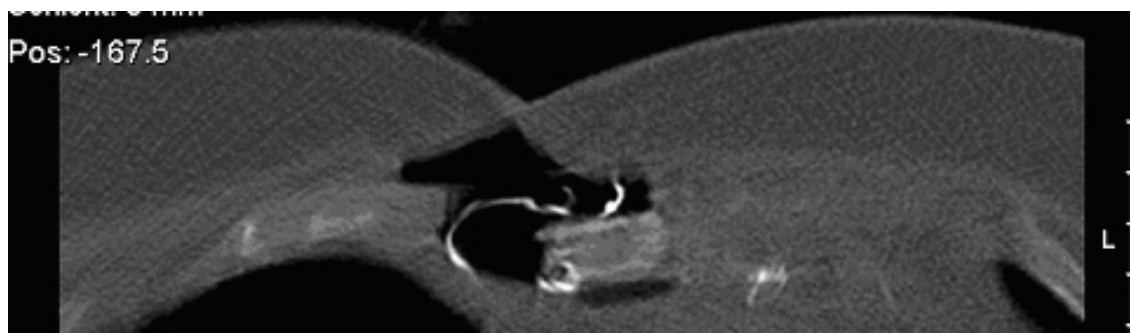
CT (3) Patient 6
